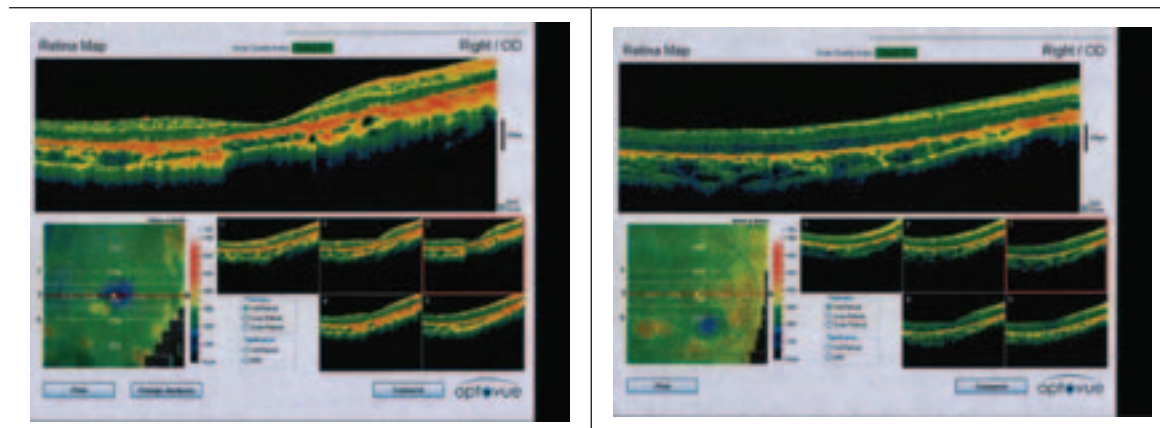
(A). Tomografía óptica de coherencia, ojo derecho
